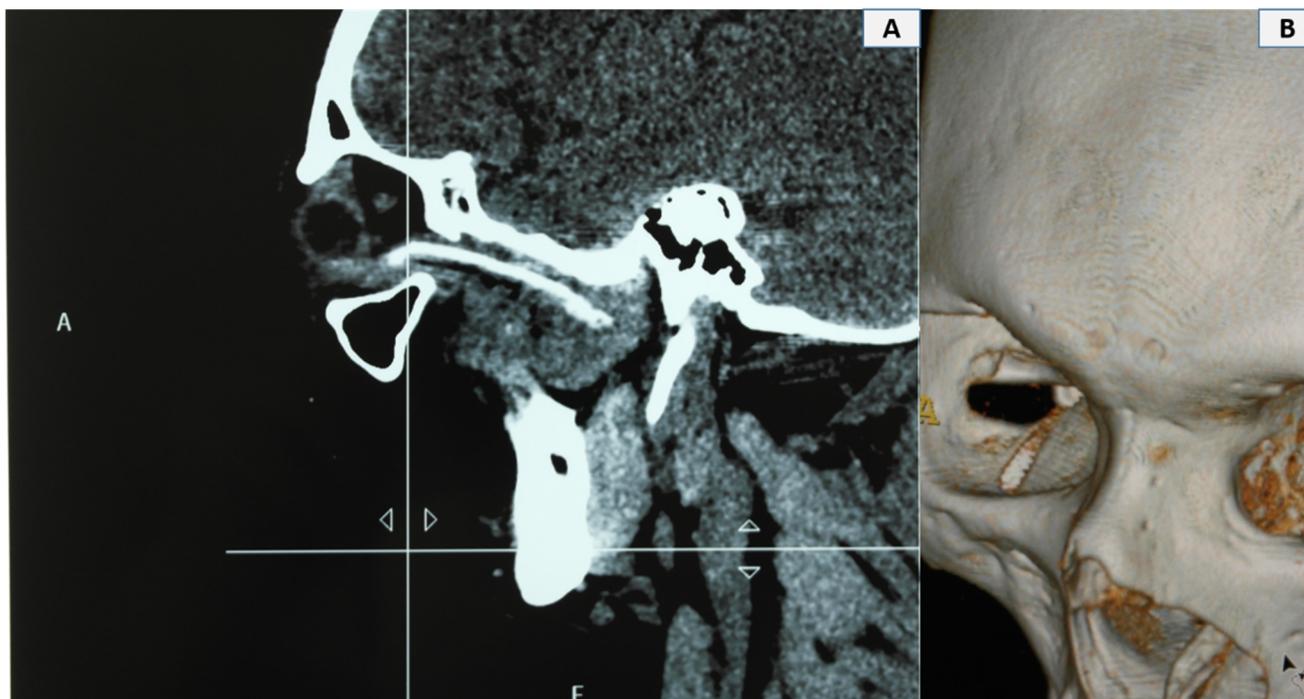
(A) Tomografia computadorizada com janela para tecido moles, corte sagital. Corpo estranho longo radiopaco retido no continente orbitário. (B) Reconstrução 3D com defeito ósseo na parede orbitária do osso zigomático.
